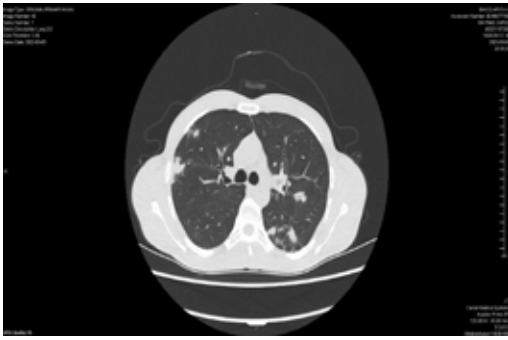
Computed Thoracic Tomography, nodular cavitary lesions
